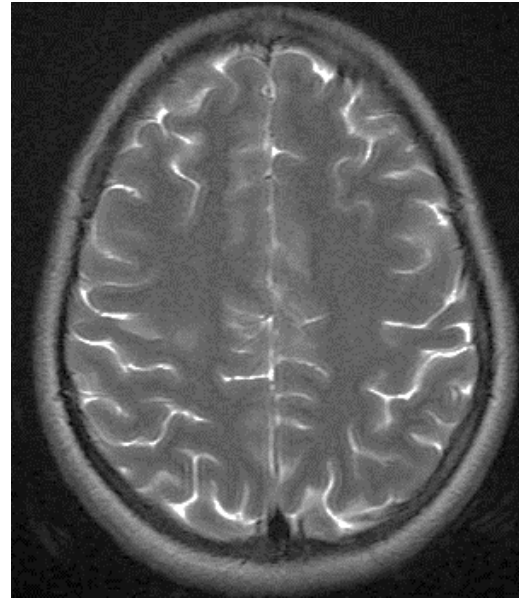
IRM cérébrale coupe axiale séquence T2 :
